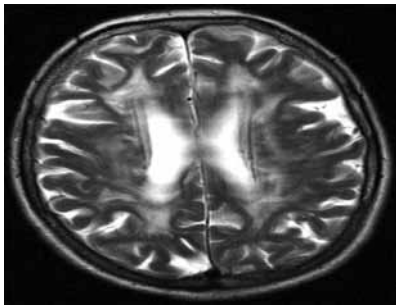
Данные МРТ головного мозга
